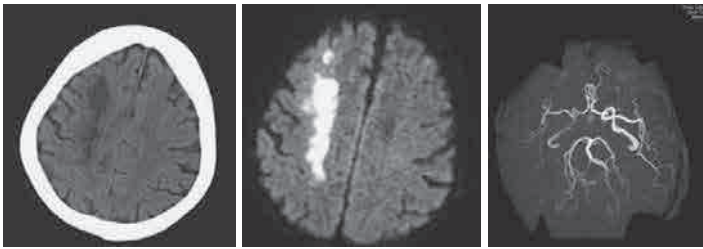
入院時脳画像。CT, MRI では右脳の急性期梗塞, MRA では右内頸動脈の狭窄の所見がある。
